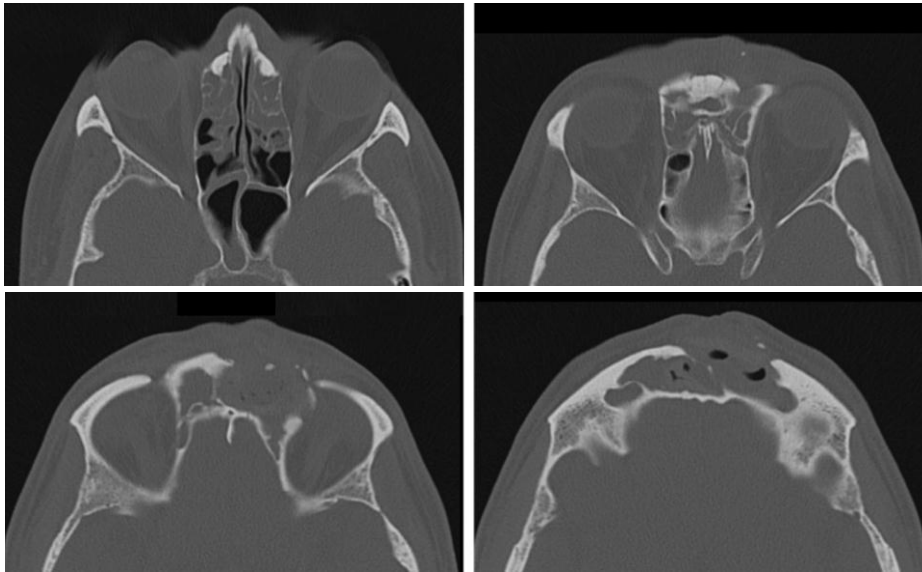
Хронічний гіперпластичний етмоїдит, сфеноїдит, казеозно-некротичний фронтит з руйнуванням передньої та медіальної стінок лівої лобової пазухи та поширення процесу на м'які тканини лобової ділянки у хворого Т., 54 років. Аксіальна СКТ в режимі кісткового вікна.
